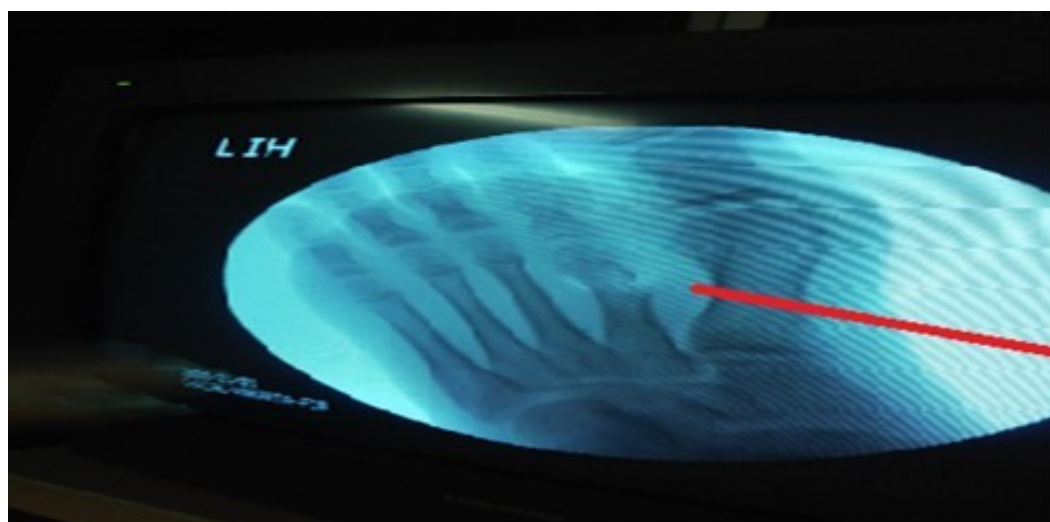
Se comprueba por la radiografía la resección de la tumoración
